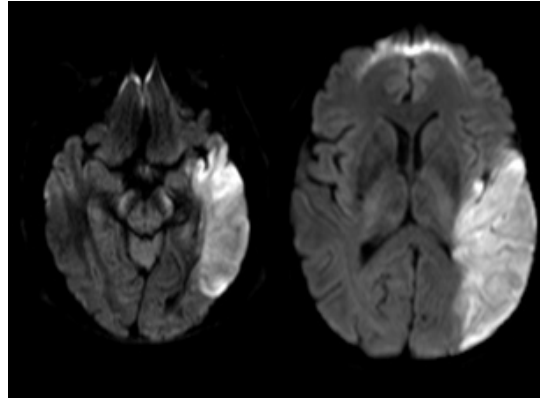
RM en secuencia de difusión, realizada en las primeras horas de evolución, en la que se observa área de isquemia cerebral aguda en territorio carotídeo izquierdo.
